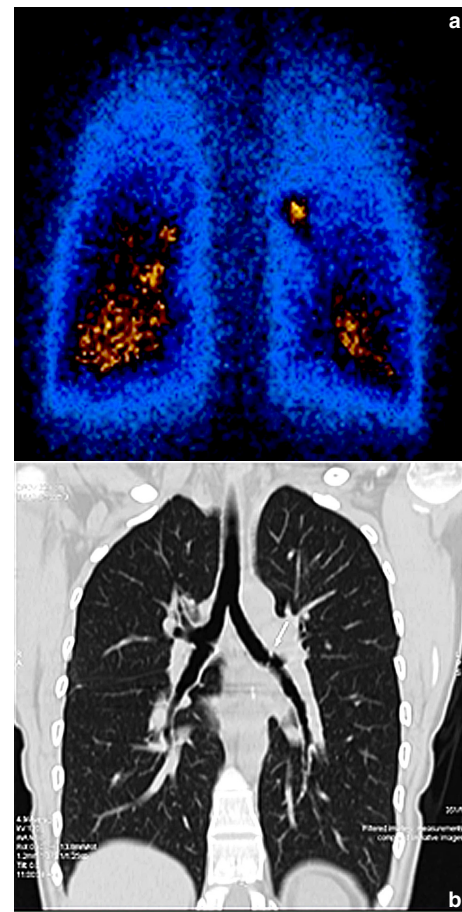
Вентиляционная сцинтиграмма (а) и однофотонная эмиссионная компьютерная томография/компьютерная томография (b) (задняя проекция) больной Ж., 26 л., состояние после двусторонней трансплантации легких: очаговая задержка ингалируемого радиофармпрепарата на уровне левого главного бронха и признаки пролабирования слизистой оболочки бронха по данным компьютерной томографии
